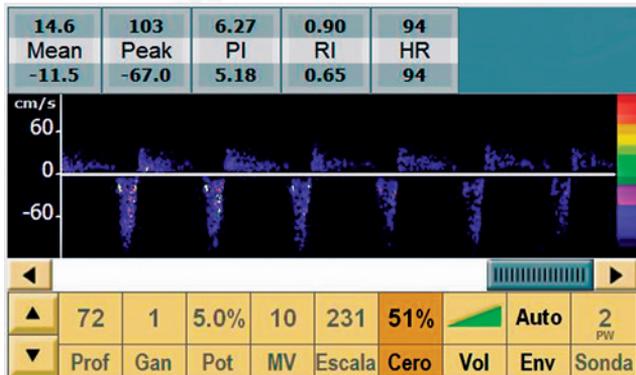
Estudio con Doppler transcranial que evidencia, en la insonación de la arteria basilar, un flujo diastólico invertido correspondiente a la parada circulatoria cerebral en un paciente con hemorragia intracerebral espontánea.
